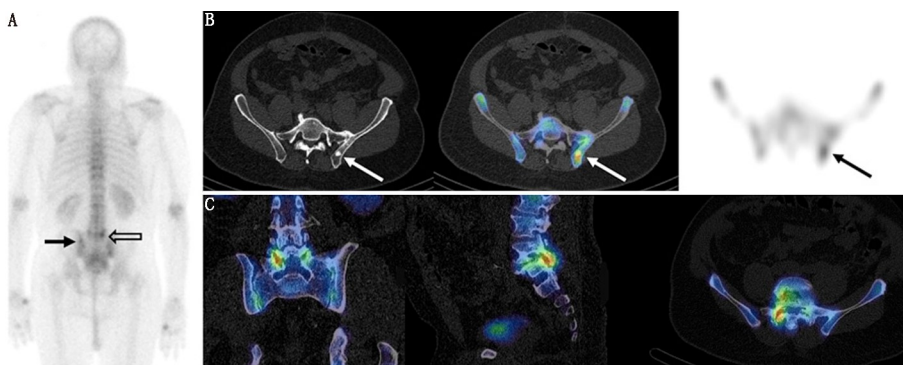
初诊的高危前列腺癌患者的显像图。A. ⁹⁹Tc^m-亚甲基二膦酸盐(MDP)后位平面骨显像图像; B. 从左到右为经过髋骨的横断面 CT、SPECT/CT 和 SPECT 图像; C. 从左到右为下腰椎的冠状面、矢状面和横断面 SPECT/CT 图像。骨转移灶在 CT 上表现为局部硬化,在骨显像平面图像上可见⁹⁹Tc^m-MDP 的微弱摄取(实线箭头示),但在 SPECT/CT 图像上的显示更为清晰(箭头示);相反,平面图像上的下腰椎的异常放射性浓聚(空心箭头示)与 SPECT/CT 图像上的椎小关节良性改变有关
